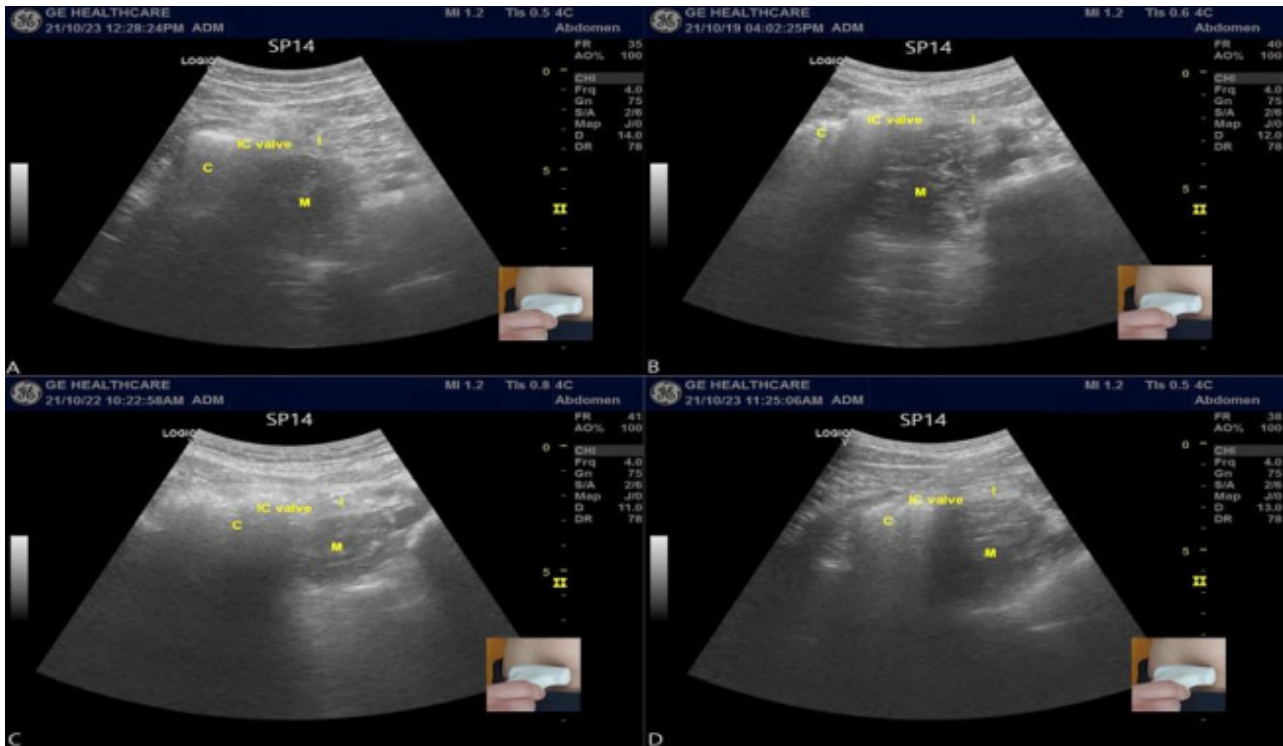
Ultrasound images of the ileocecal valve & cecum. C: cecum, IC valve: ileocecal valve (presumption), I: ileum, M: muscle.
